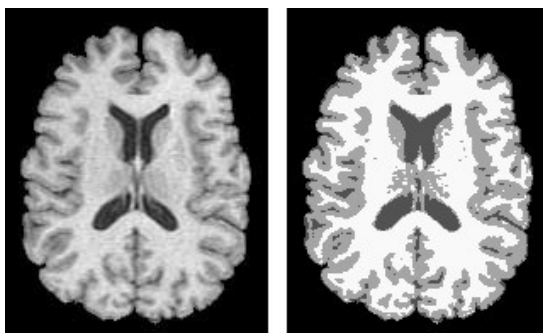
Metoda adaptivní prahování. Vlevo – původní snímek mozku z magnetické rezonance, vpravo – automatická segmentace snímku do pěti tříd, včetně tumoru. [3]
